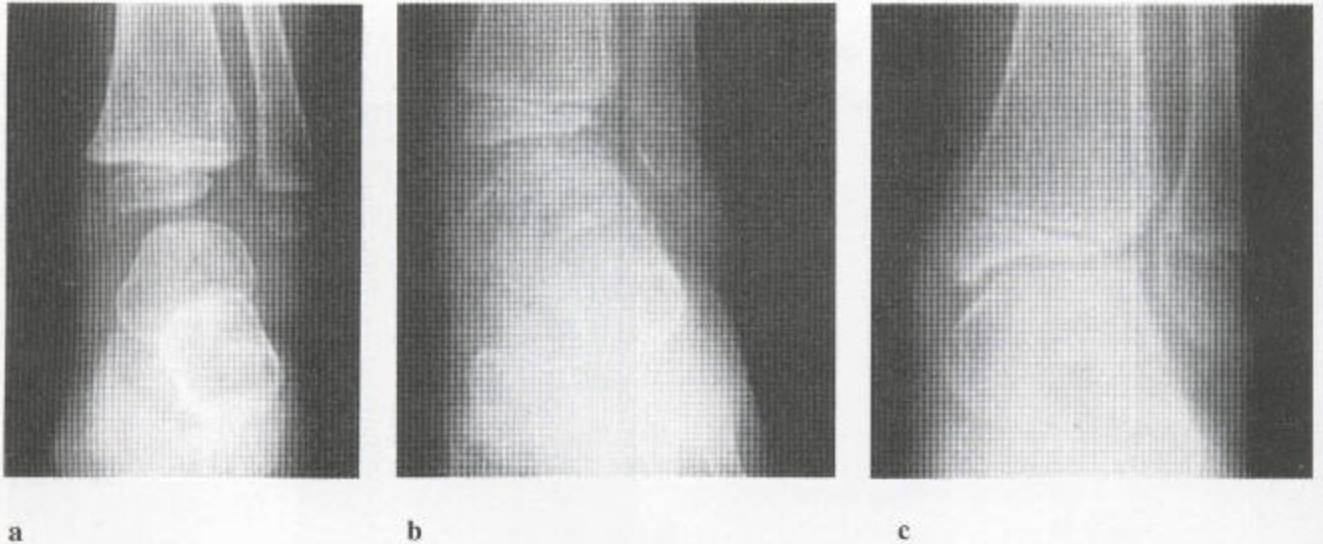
骨髓炎中的期前融合 这一系列 X 线片的摄取历时 3 年以上。(a) 最初的一张 X 线片显示踝关节周围有弥漫性软组织肿胀。(b) 第二张，为 1 年后所拍，显示距骨头及邻近的胫骨远端骨骺均呈不规则变化。关节间隙狭窄，提示软骨被破坏。(c) 继之，可见胫骨远端骨骺外侧生长障碍，伴邻近距骨平行性的过度生长。(d) 最后一张 X 线片，于最初平片之后 3 年所拍，显示胫骨远端外侧和邻近腓骨的生长板都有期前融合，并伴有明显的胫-距斜面和一条狭窄且不规则的关节线，后者为感染性病原的特征。
